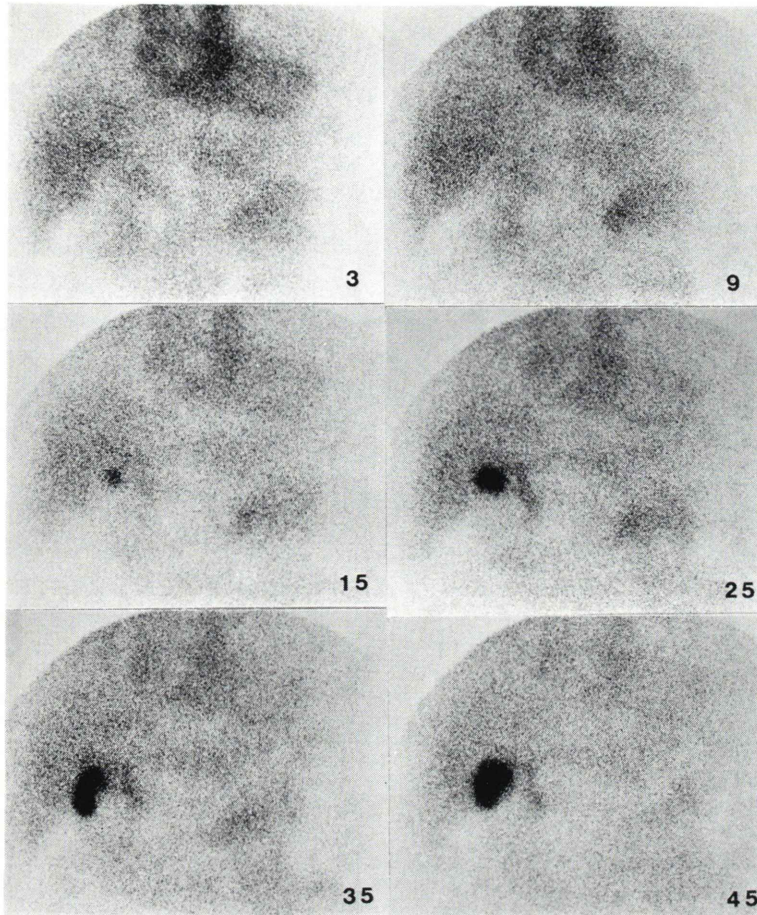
Hepatobiliary scintigraphy with Tc-99m PMT. Hepatic uptake of Tc-99m PMT is better than that of Tc-99m EHIDA. Early visualization of the gallbladder and the extrahepatic biliary system are recognized.
